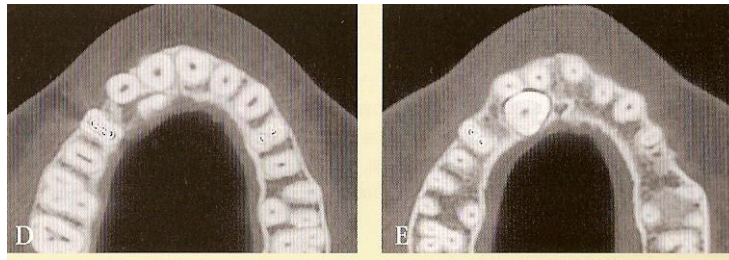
Imagen de Tomografía Axial Computarizada, que muestra la posición del canino retenido por palatino. Tomado de Echarri y Col. 2006.
